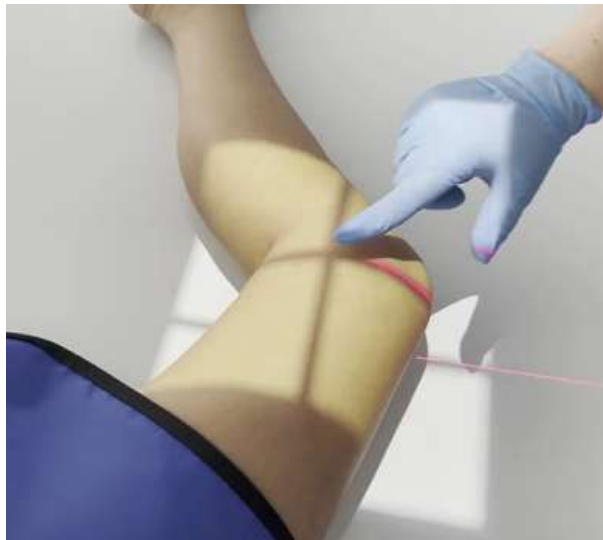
Рисунок №4. Рентгенологическая укладка при выполнении рентгенографии коленного сустава в боковой проекции
